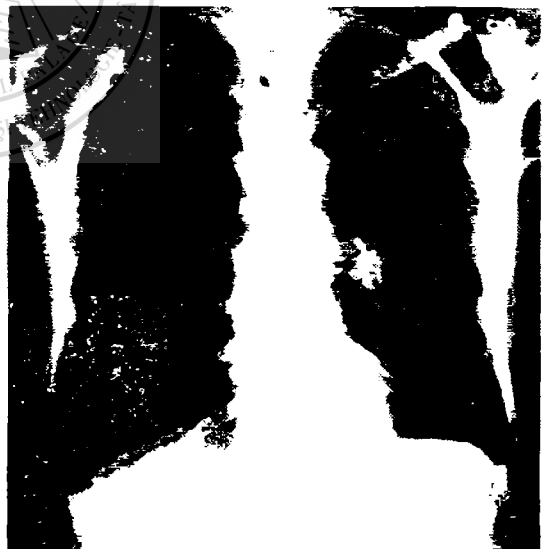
Bolnavul Ș.V. 61 ani. Radiografie toracică P.A. La externare în ziua a 18-a postoperator
